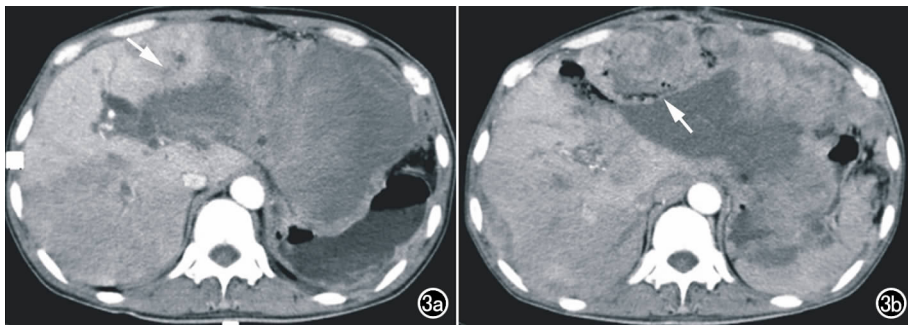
男,44岁,肝脏MFH。a)术前CT增强扫描示肝左叶体积明显增大,其内大片低密度坏死区,肿块边缘实质明显强化,边界模糊;肝右叶大片低密度区,肝门区胆管扩张(箭);b)术后复发CT增强示肿块边界不清,肝包膜下及腹膜下多个梭形或结节状肿块,呈不均匀强化(箭)。
